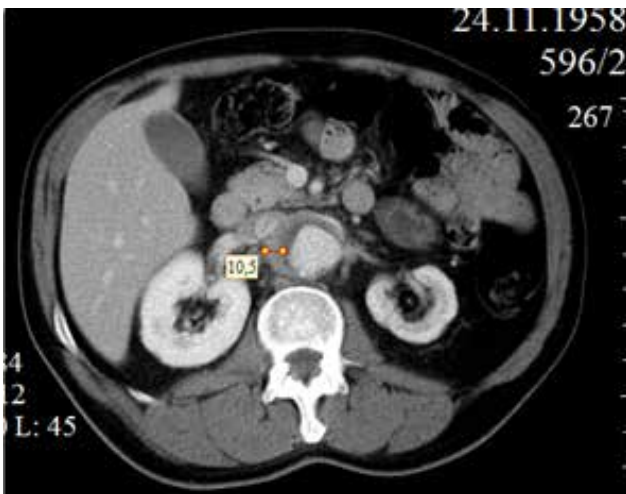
Аксиальный срез КТ на уровне брюшной аорты. Видно утолщение стенки аорты до 10,5 мм
